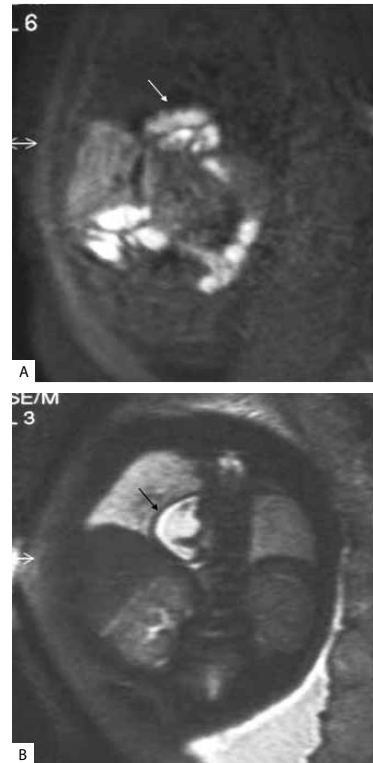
Δίδυμη κύηση – 28^η εβδομάδα, MRI στεφανιαίες τομές ακολουθίας T2. A. Κύημα A, οι πνεύμονες απεικονίζονται φυσιολογικοί. B. Κύημα B, παρατηρείται υποπλασία και των δύο πνευμόνων. Ο αριστερός πνεύμονας στον οποίο η υποπλασία είναι πιο εκσεσημασμένη εμφανίζει χαμηλότερο σήμα.
